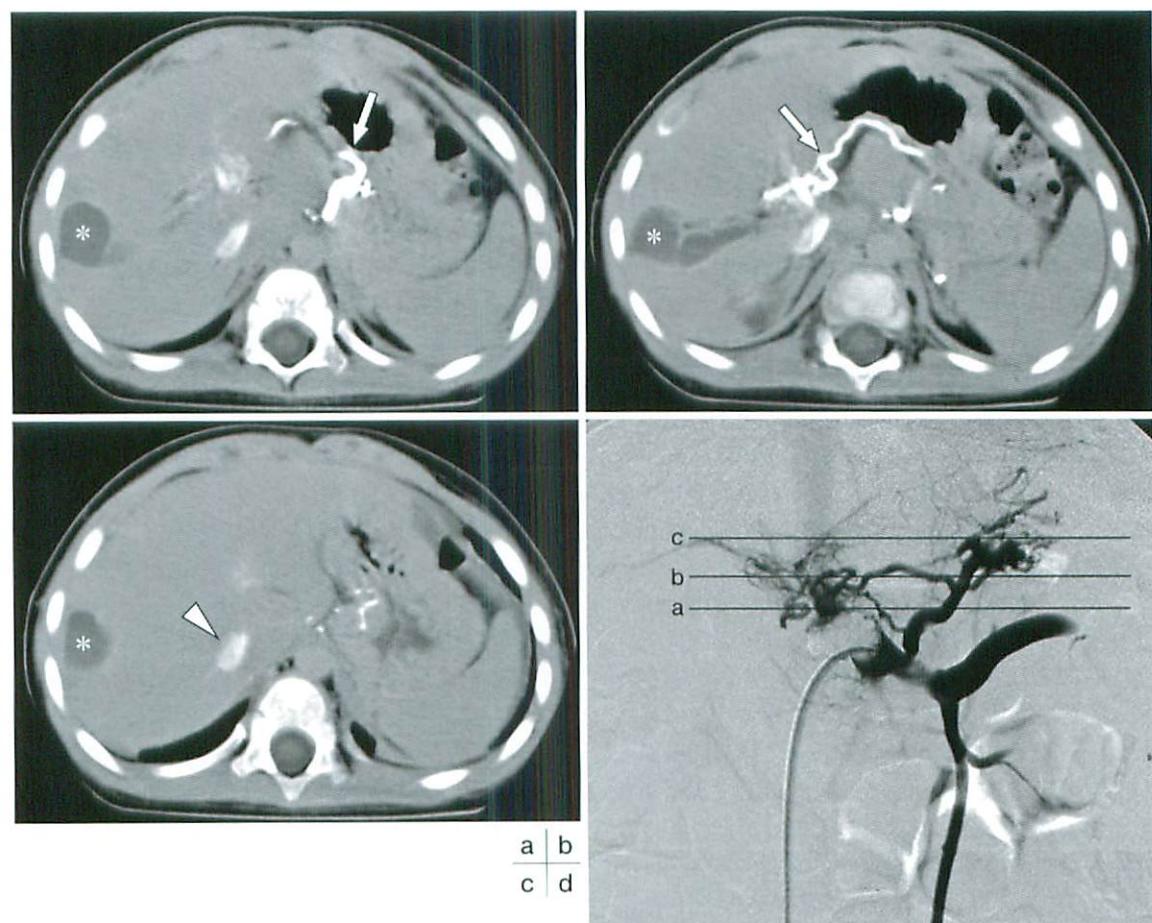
Findings of angio-CT
